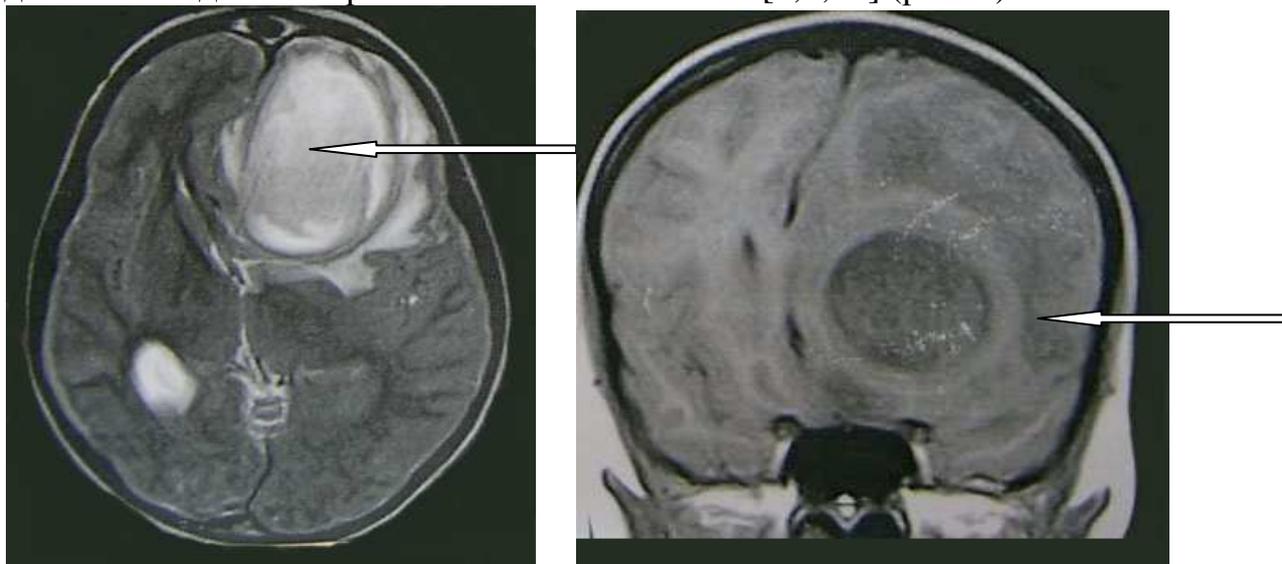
Магнитно-резонансная томограмма ребенка М., 7 лет (стрелкой указан абсцесс).
